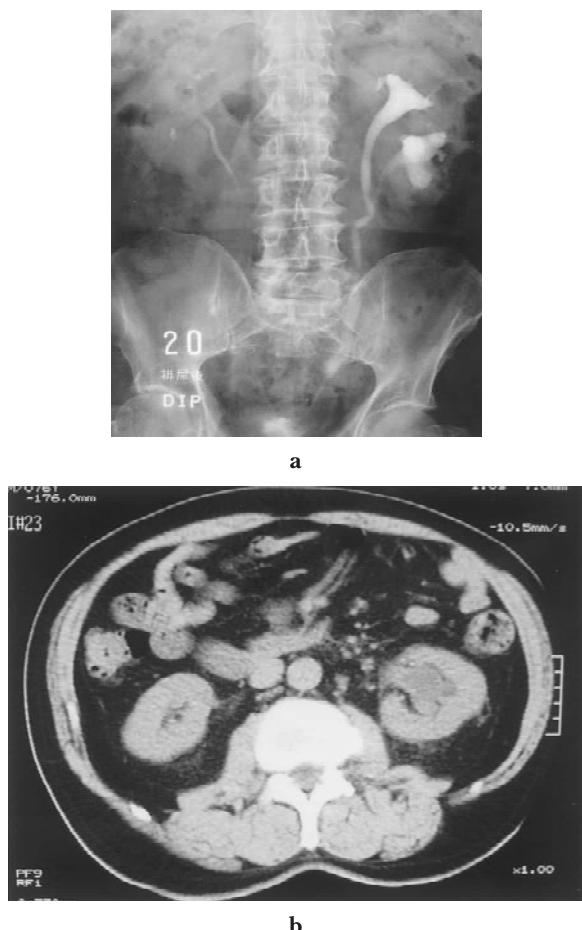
DIP (1a) and abdominal CT (1b) showed that the left renal pelvis and ureter were dilated and convoluted.
